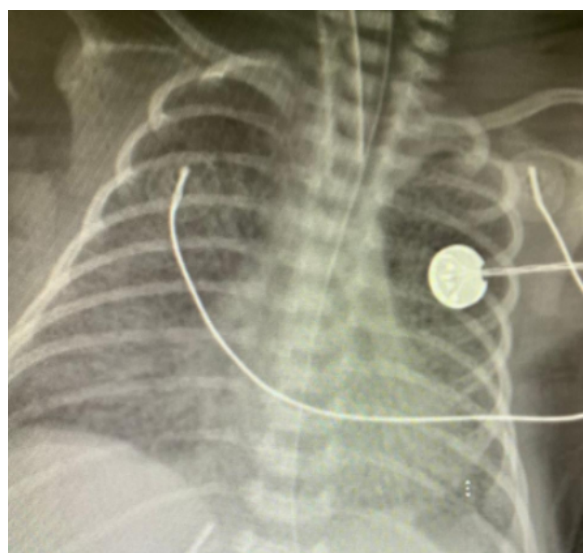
Radiografía de tórax. Ventilación de alta frecuencia. Día 7
